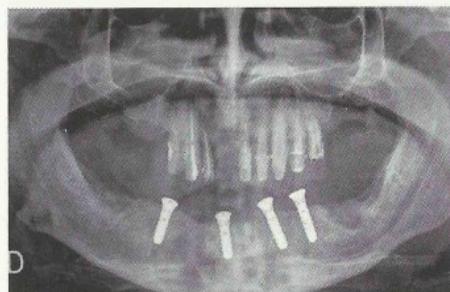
Orthopantomography 4 months after implants fitting.
